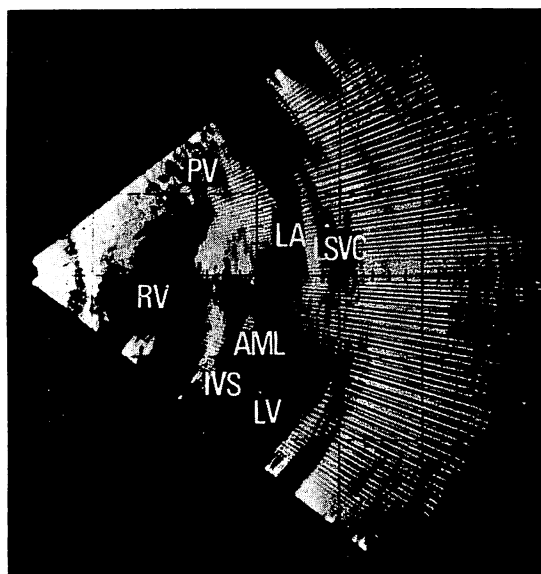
Cross-sectional echocardiogram along the sagittal plane of the chest in a 4-year-old girl with ASD and PAPVR.
